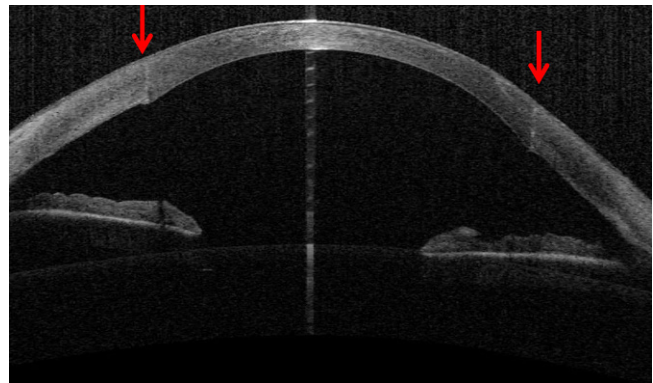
▲ Stufenfreie Apposition von Spender und Empfänger (Pfeile) nach nichtmechanischer Excimerlaser-assistierter Trepanation ohne Kompression und Distorsion der instabilen Keratokonuskornea (Vorderabschnitt-OCT [optische Kohärenztomographie])
